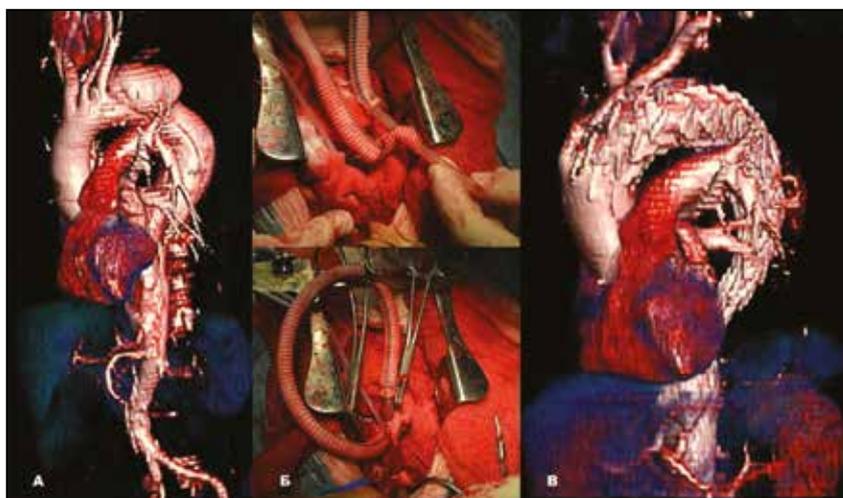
Тотальный дебранчинг дуги аорты при расслоении аорты IIIa типа по M. DeBakey с ретроградным расслоением дуги аорты и последующей изоляцией при помощи двух стент-графтов зоны 0. А – МСКТ до операции; Б – выполнение тотального дебранчинга дуги аорты с использованием временного шунта; В – МСКТ через 3 месяца после установки двух стент-графтов
